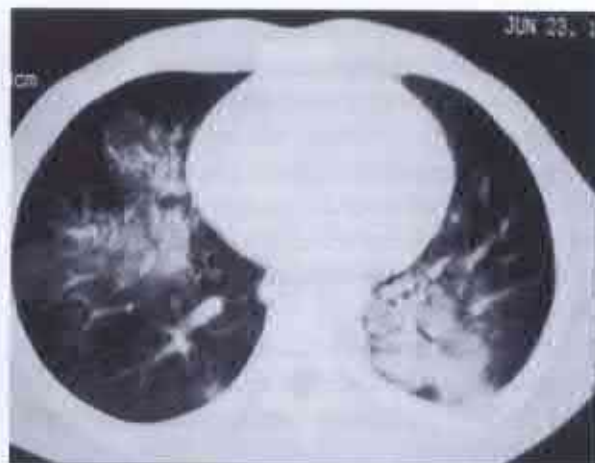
Tomografie computerizată (după Ruddy R.M., 2005). Contuzie pulmonară bilaterală. Fractură costală pe stânga.
